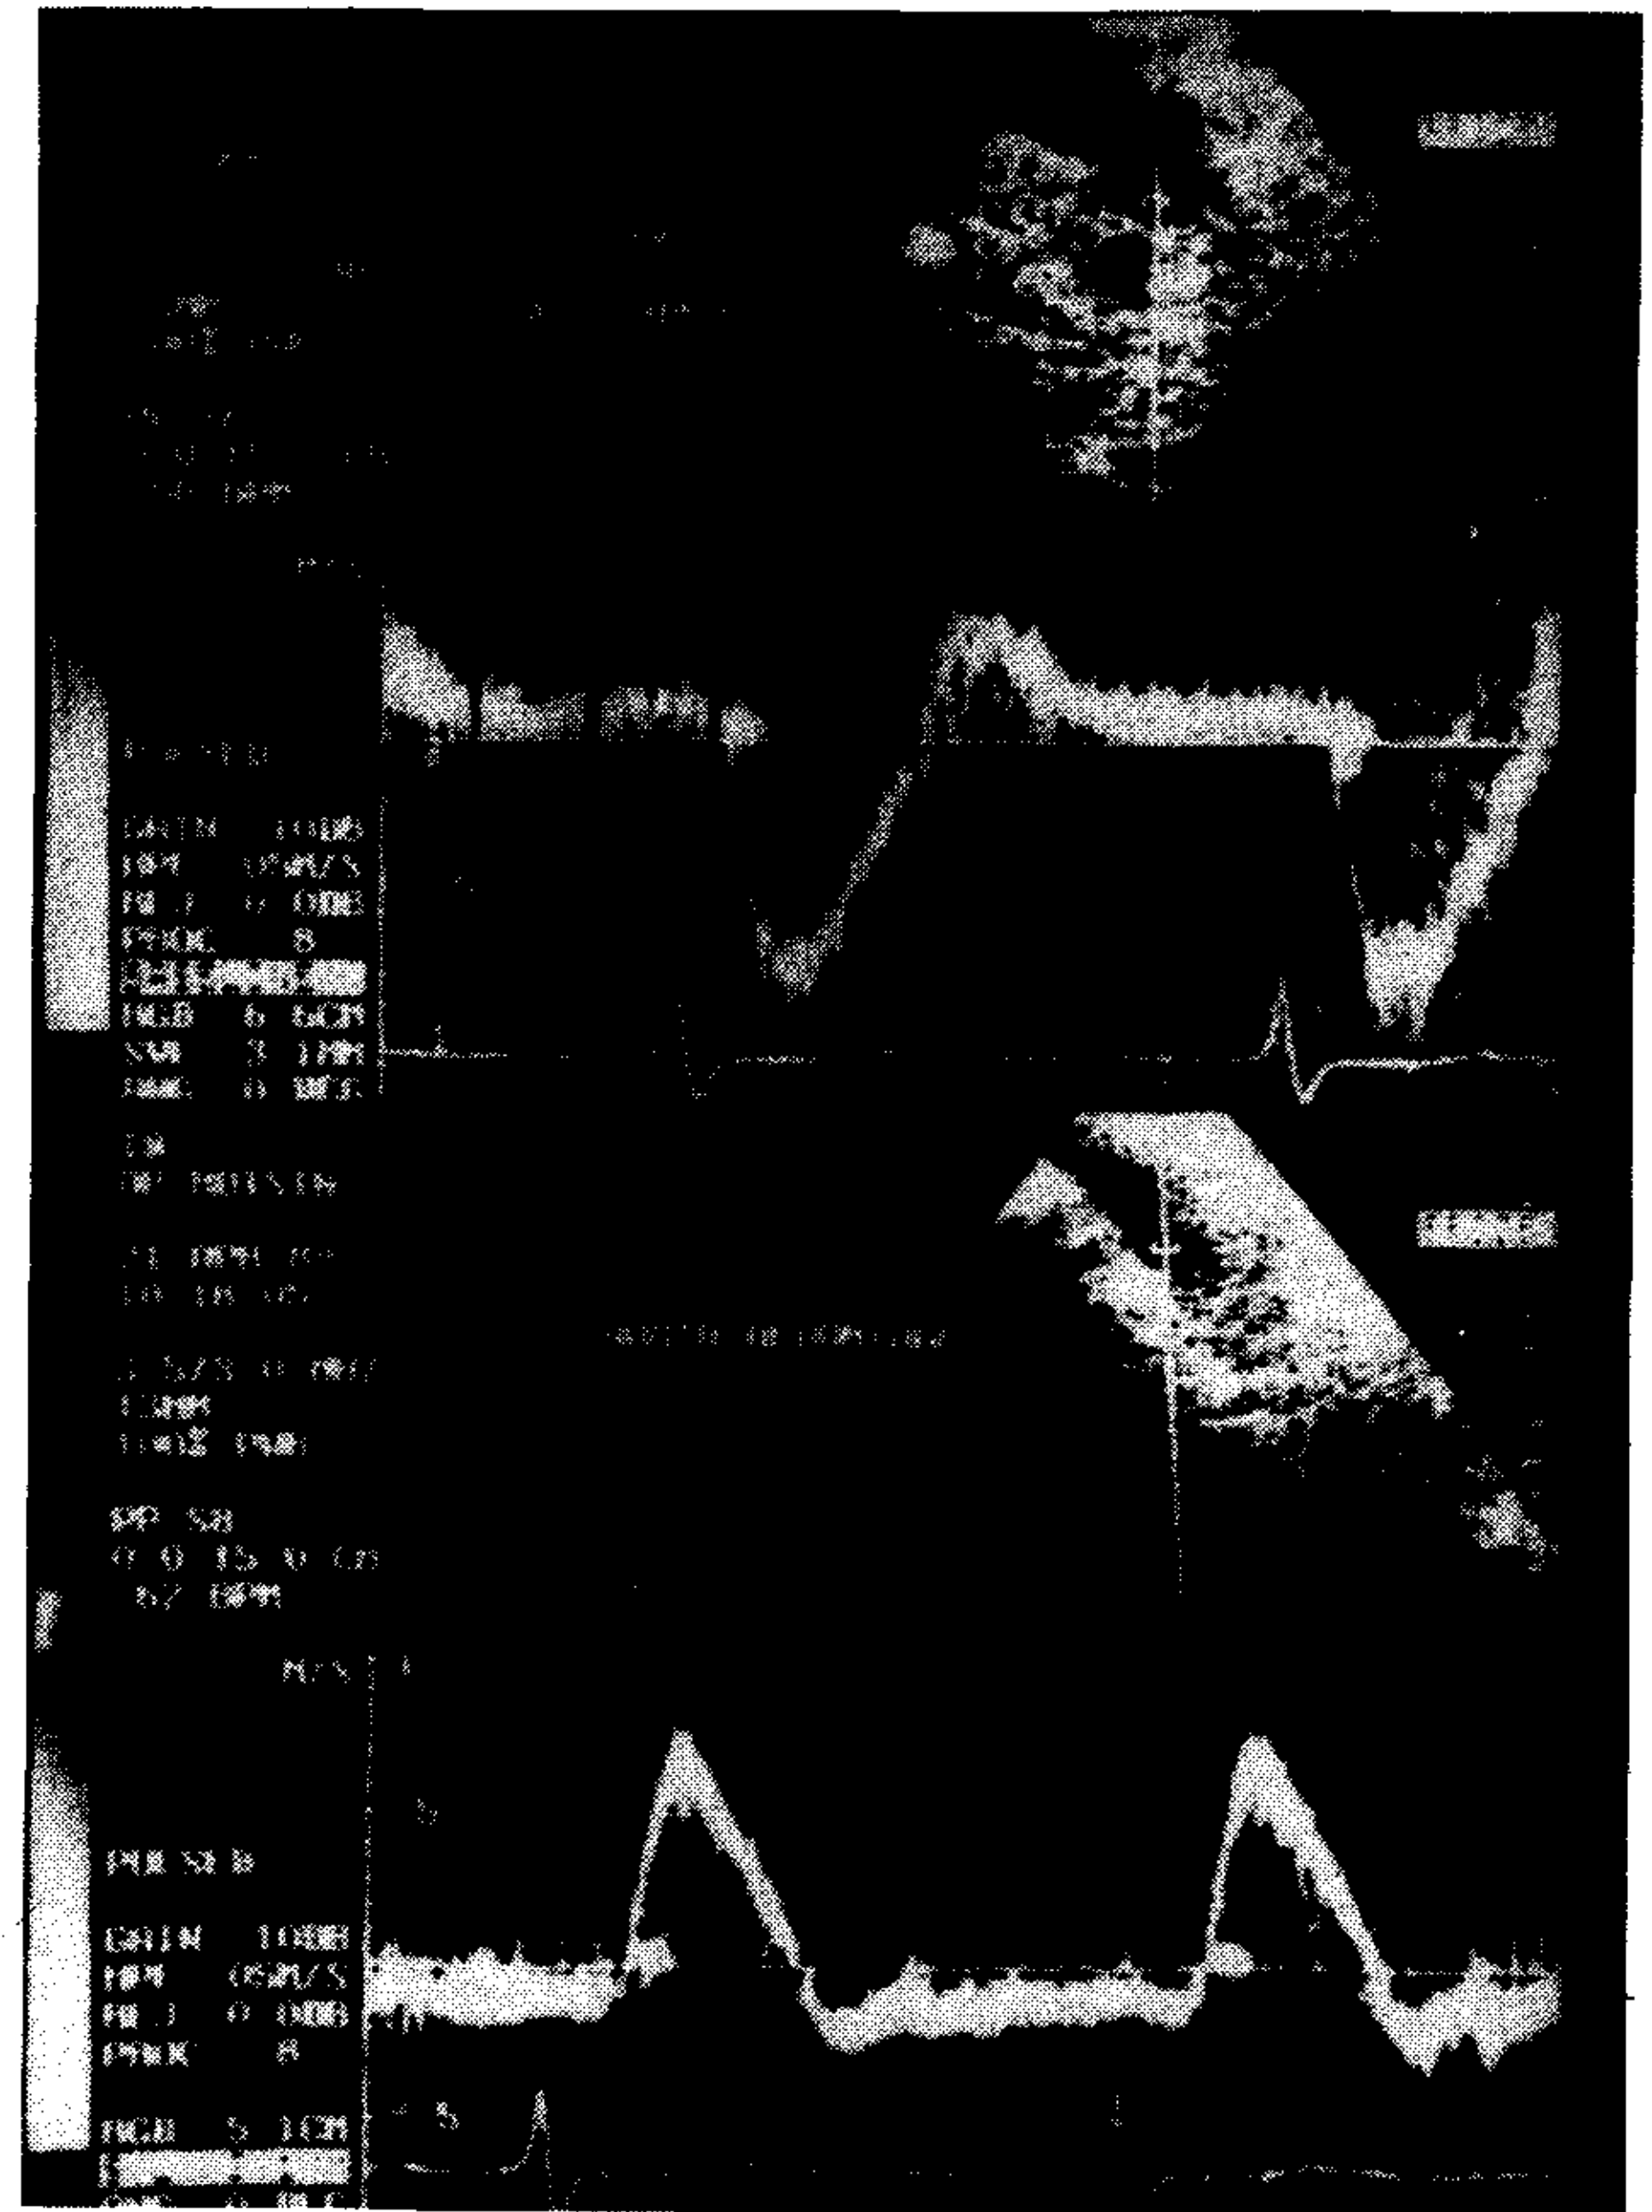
Registros con Doppler pulsado de los flujos en la aorta torácica descendente y en la aorta abdominal. Se observa en ambas curvas un flujo holodiastólico invertido, producto de la regurgitación aórtica.
